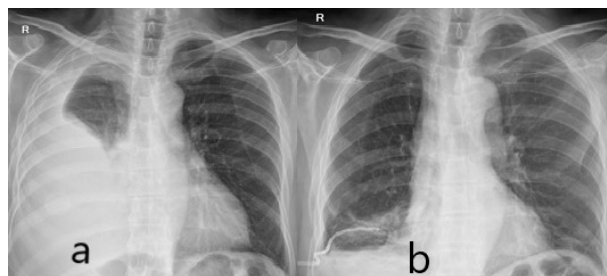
a. Chest radiography of the patient with pleural effusion; b. Chest radiography after catheter procedure.
